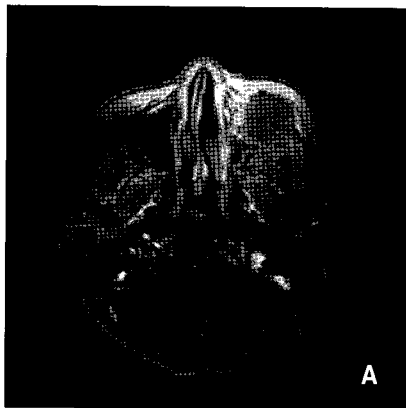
Axial MRI reveals expansile nature of soft tissue mass at left Maxillary sinus, zygomatic process and bone destruction of Lt. maxillary sinus anterior wall (A). In coronal view, soft tissue mass is bulging into left orbit and left infratemporal fossa (B).
